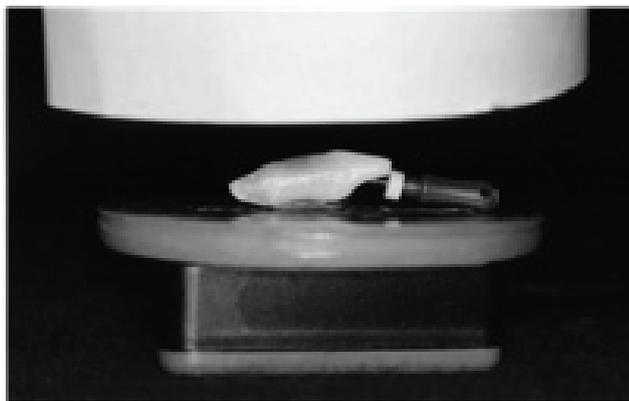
Posicionamento do dente com a lima no CT para tomada radiográfica convencional.
